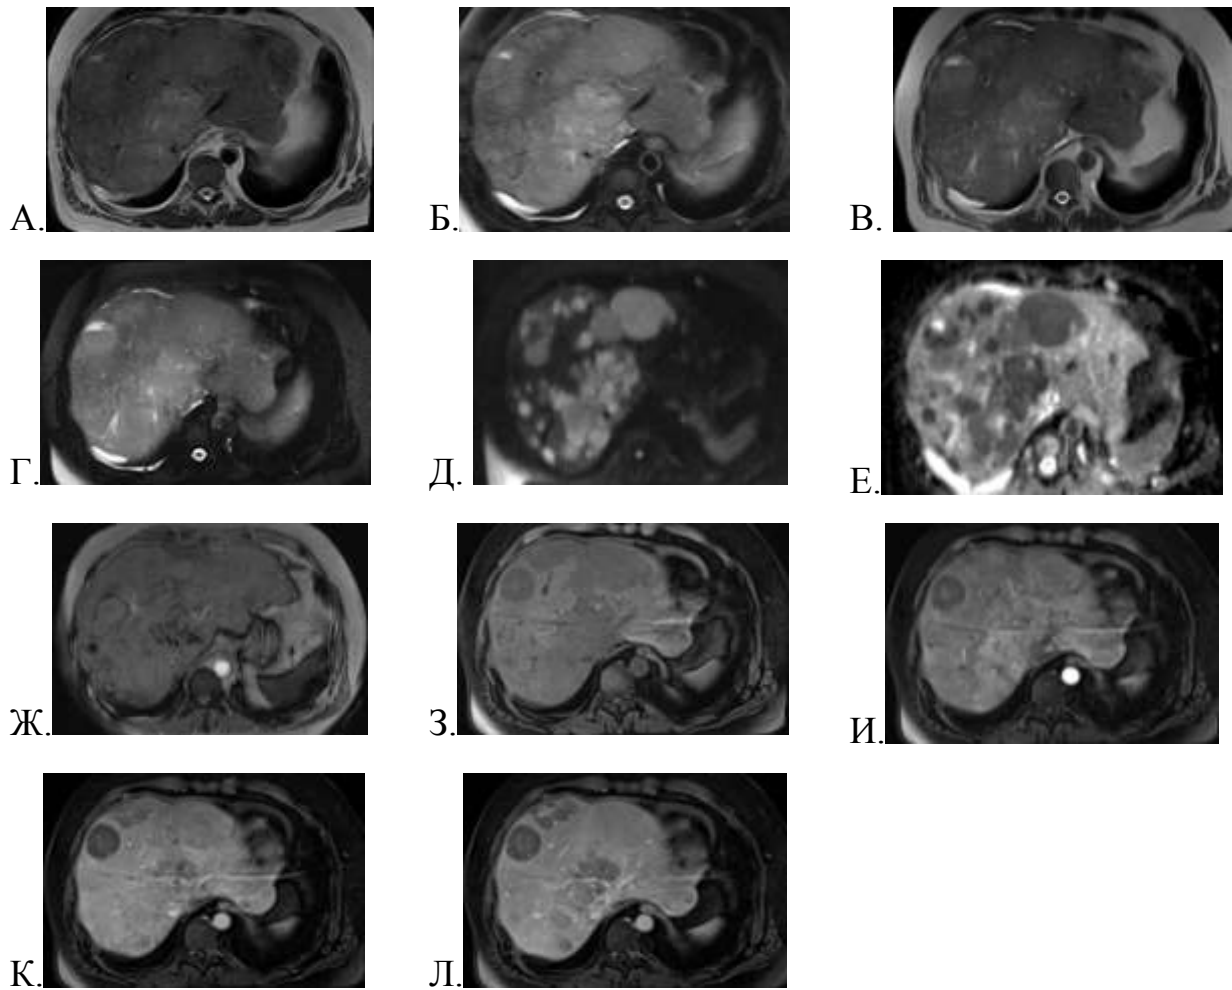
Протокол МРТ органов брюшной полости: А. – T2-ВИ BLADE; Б. – T2-ВИ BLADE FS; В. – T2-ВИ HASTE; Г. – T2-ВИ HASTE FS; Д. – ДВИ; Е. – ИКД-карта; Ж. – SWI; З. – нативные T1-ВИ VIBE; И. – T1-ВИ VIBE в артериальную фазу КУ; К. – T1-ВИ VIBE в венозную фазу КУ; Л. – T1-ВИ VIBE в отсроченную фазу КУ
